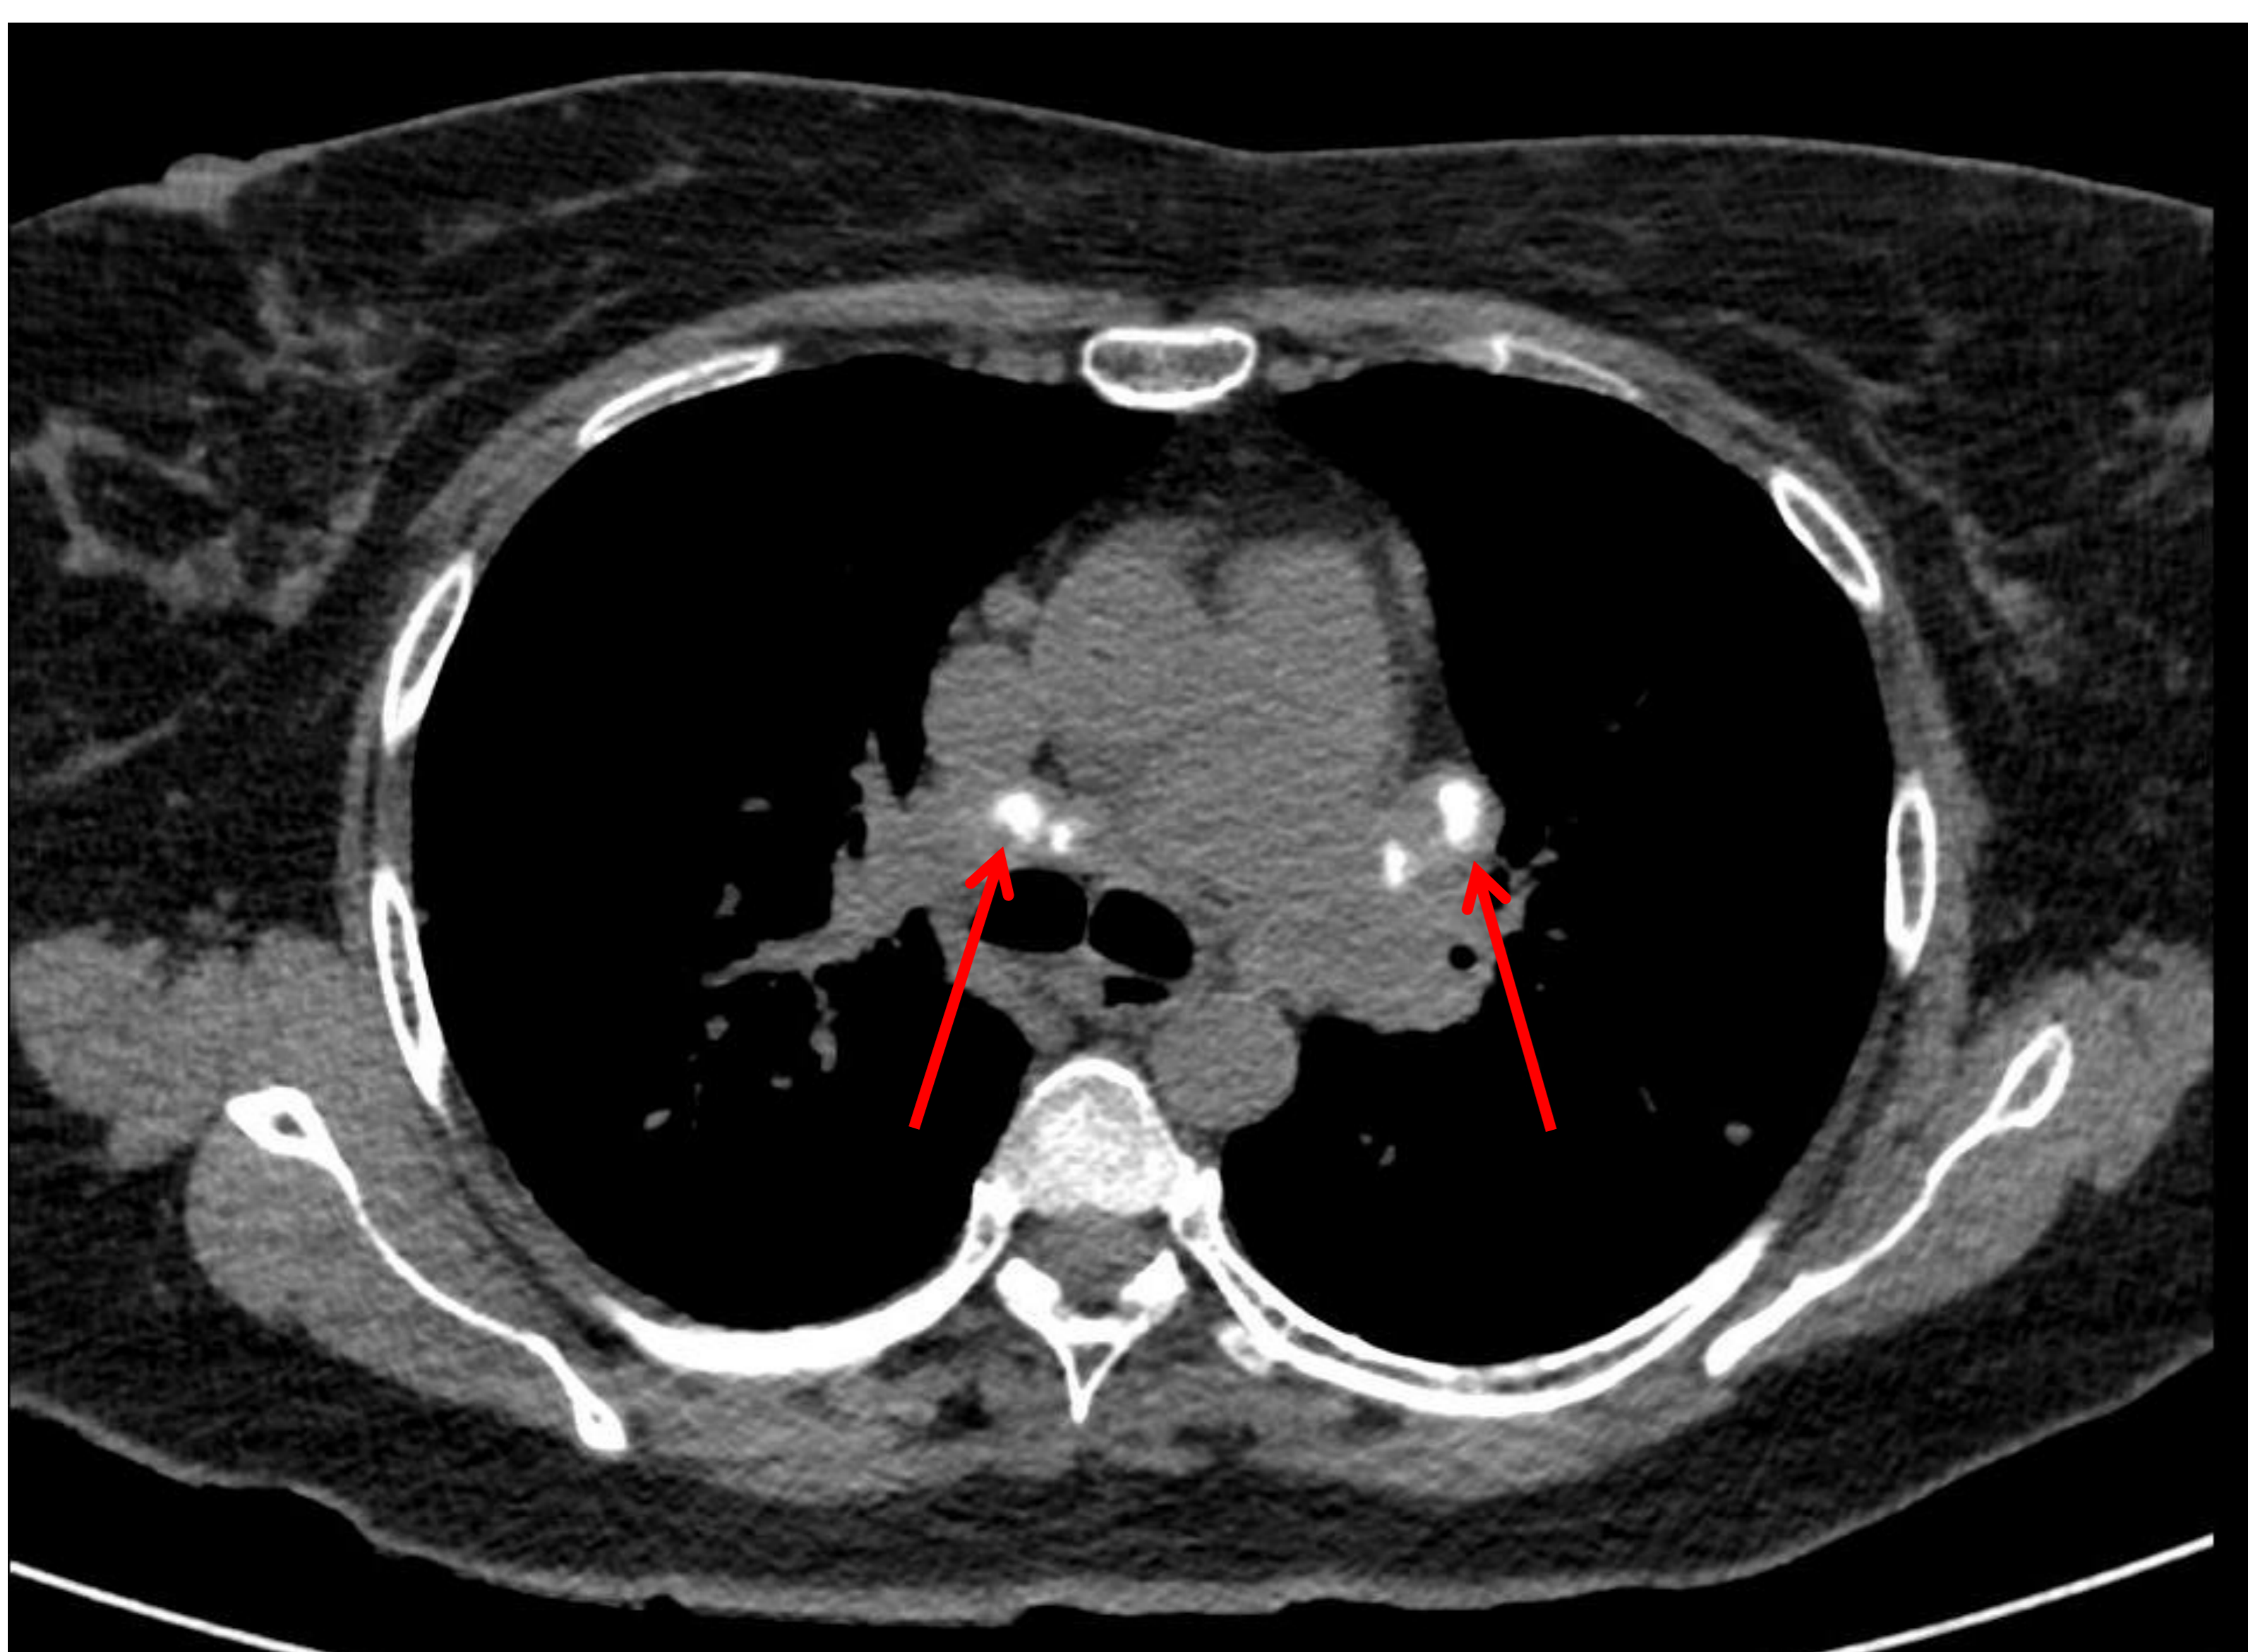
TC torácico de paciente diagnosticada de sarcoidosis donde se observan adenopatías mediastínicas hiliares, hiperdensas en relación con calcificación de las mismas (flechas rojas).
